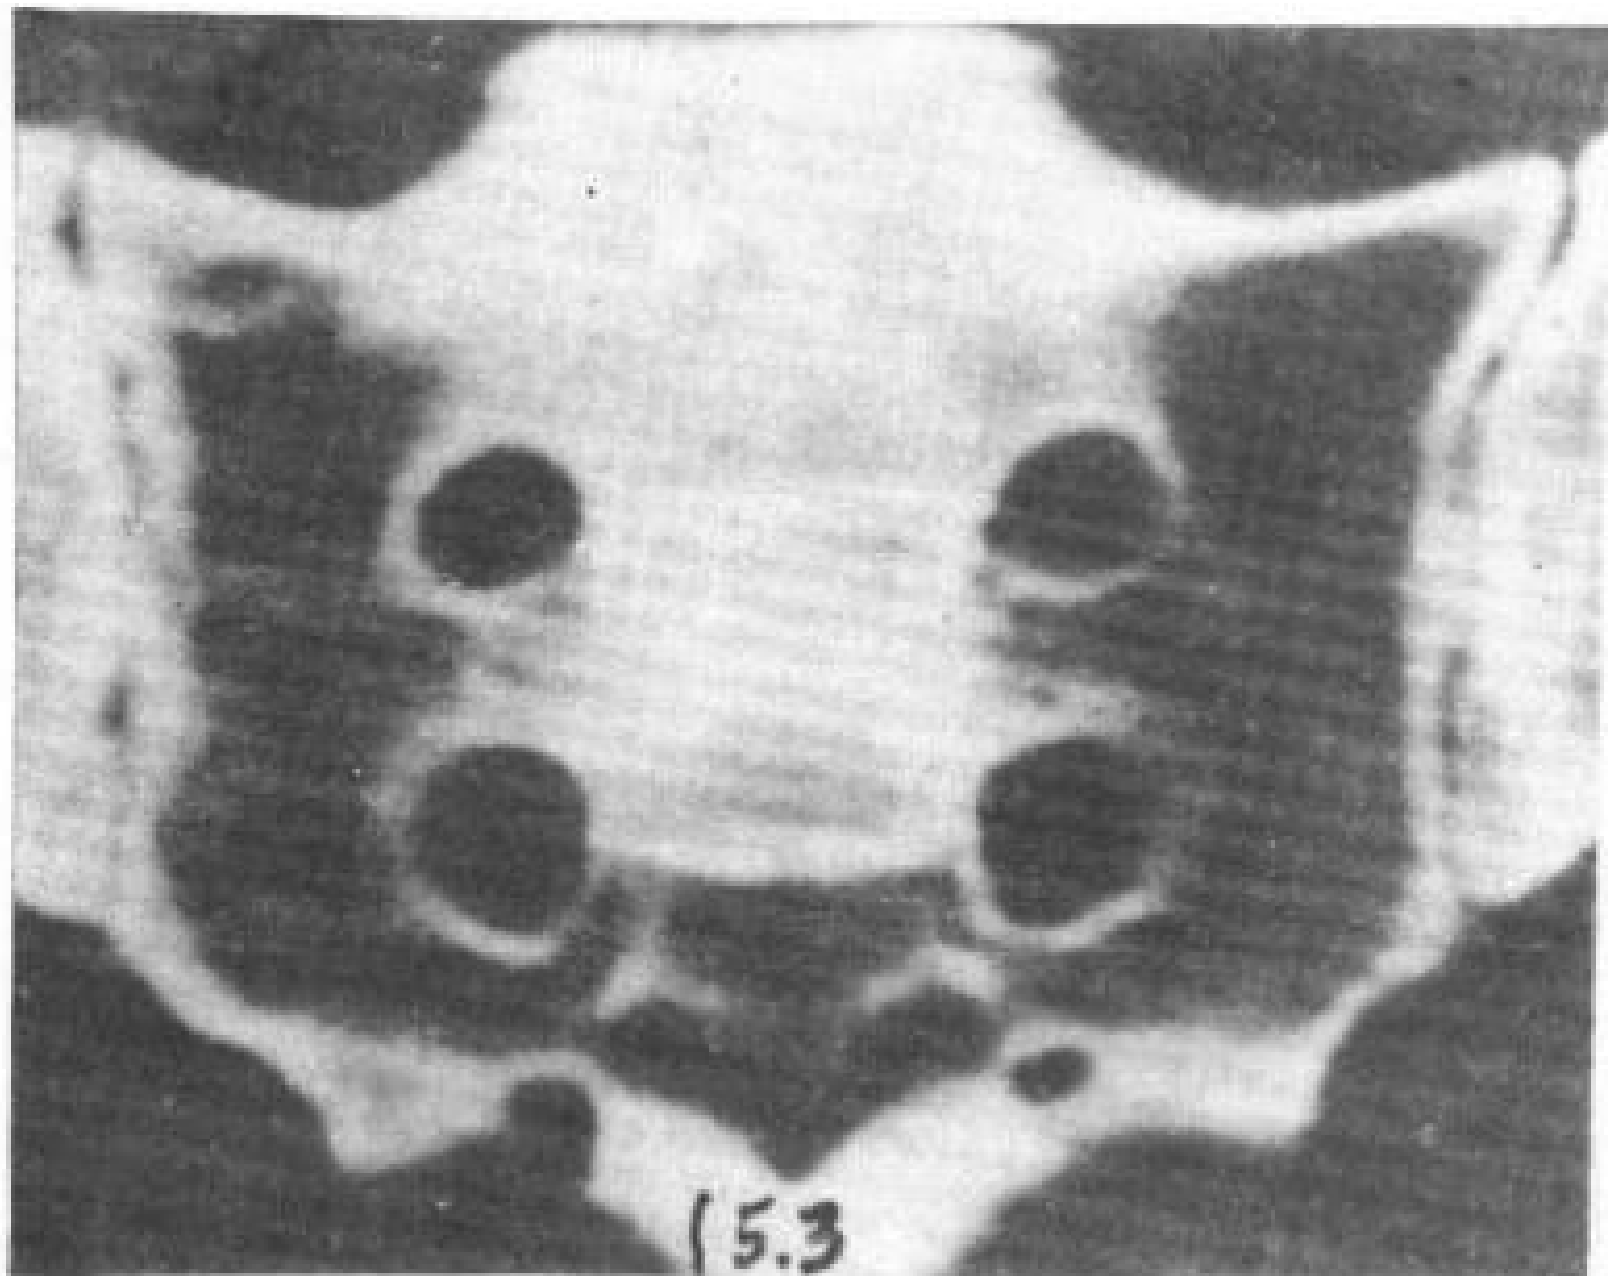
Reiter 氏综合症，CT 显示双侧髋膝关节变窄和破坏，右侧有软骨下硬化。
